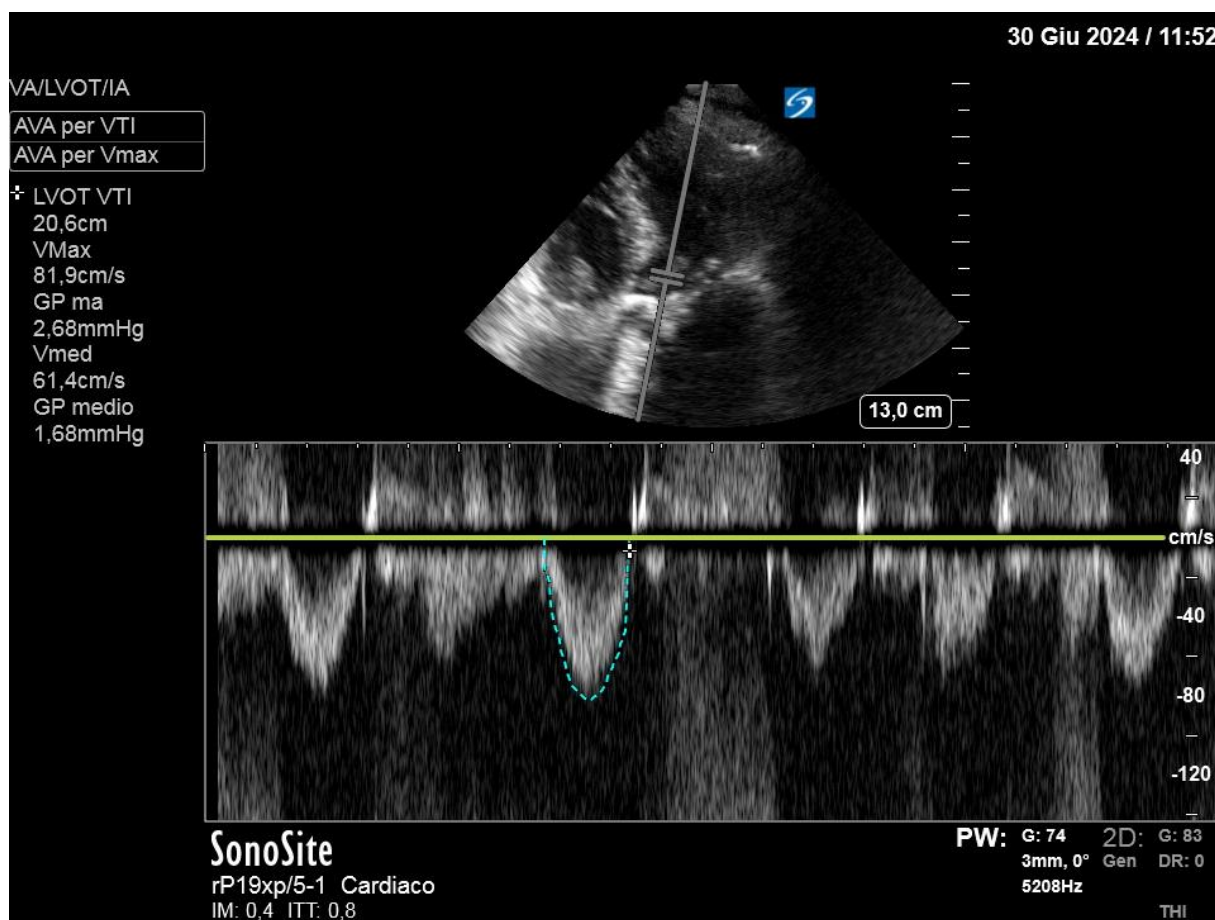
reperti ecocardiografici rappresentativi del tempo integrale della velocità nel tratto di efflusso del ventricolo sinistro (LVOT-VTI) (Eng-Frost et al., 2025)
